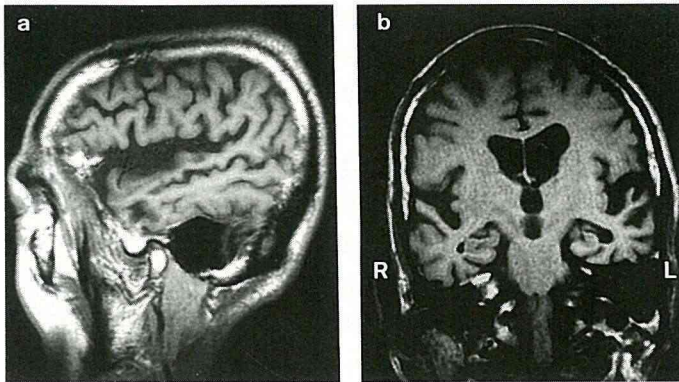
図1と同症例, 同時期の1.5 Tesler MRI像
